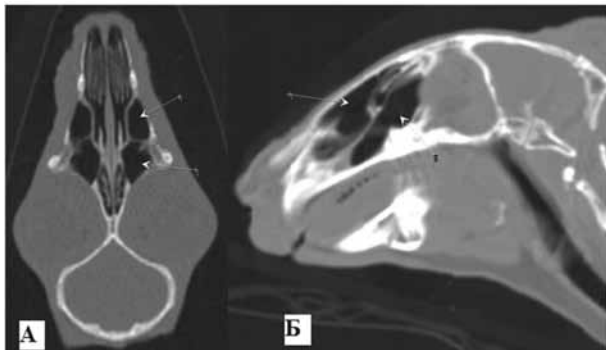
Компьютерная томография околоносовых пазух кролика в возрасте 3 недель в разных проекциях:
